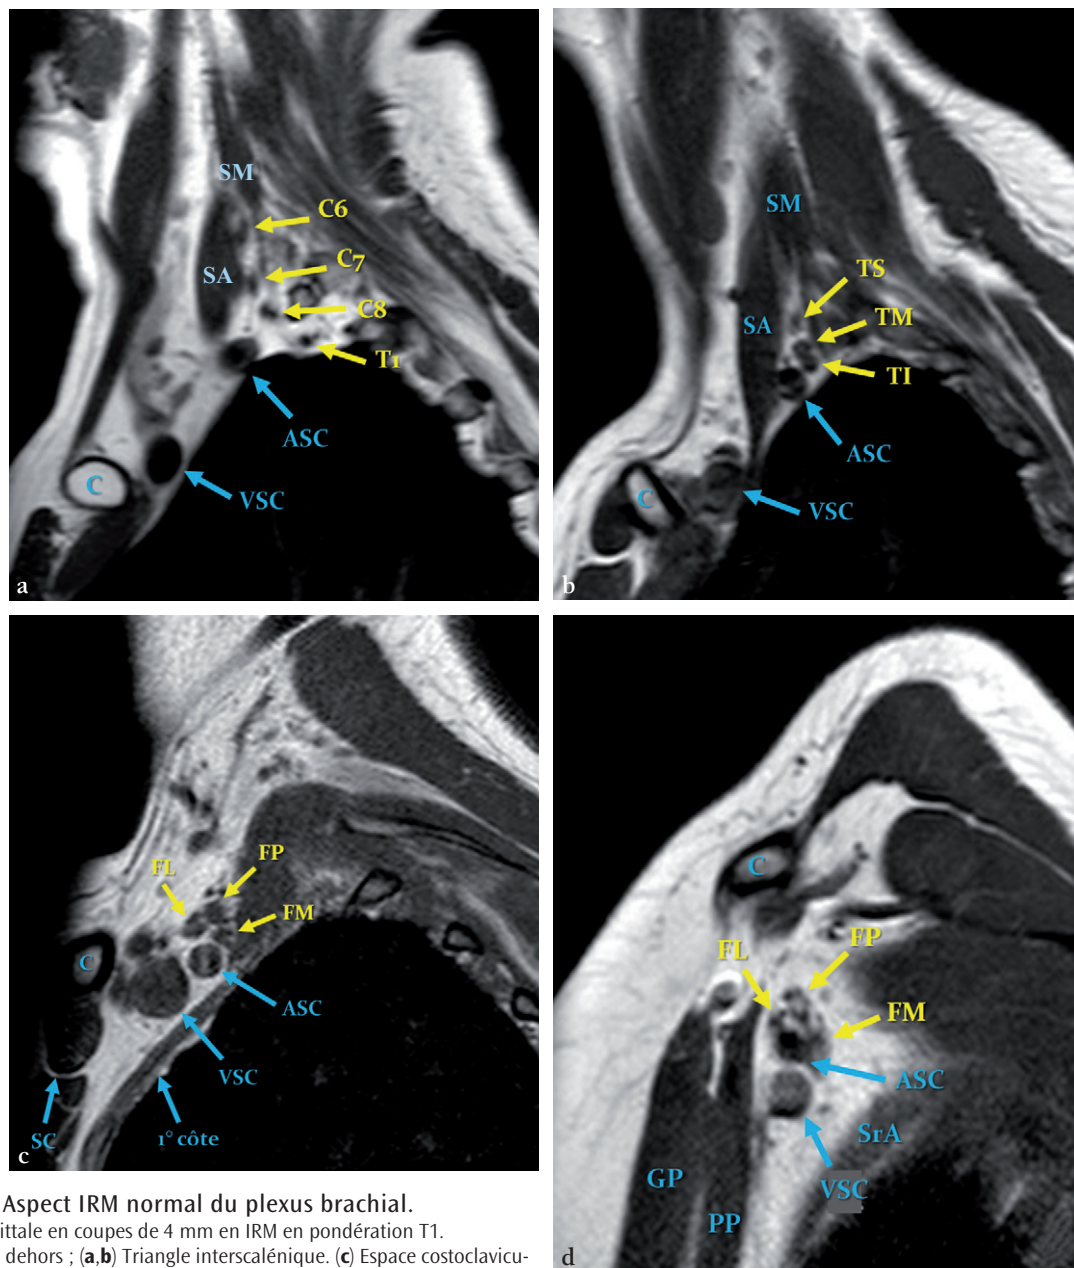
Aspect IRM normal du plexus brachial. Incidence sagittale en coupes de 4 mm en IRM en pondération T1. De dedans en dehors ; (a,b) Triangle interscalénique. (c) Espace costoclaviculaire. (d) Espace rétropectoral.
